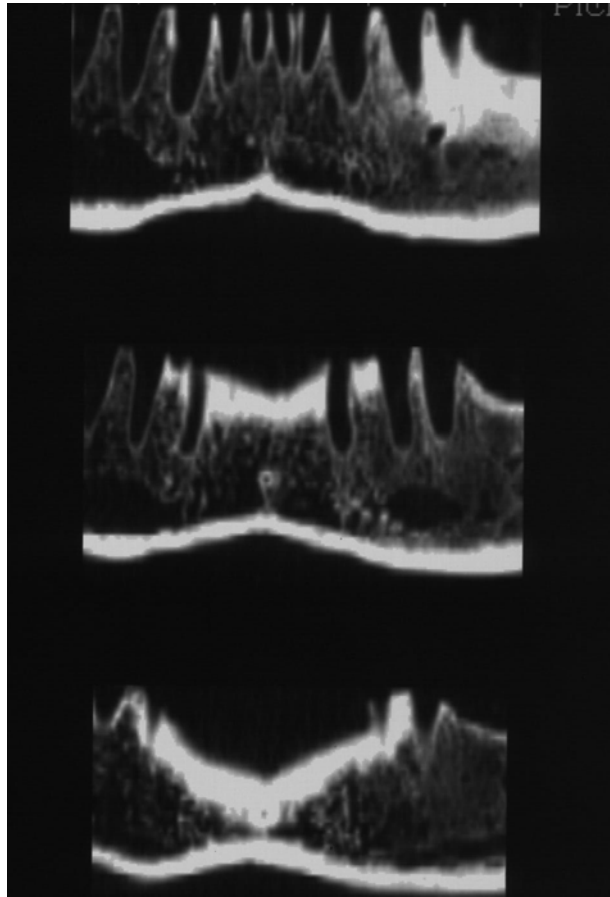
Reconstrução panorâmica , em TC, mostrando a área radiopaca ao redor do forame lingual
